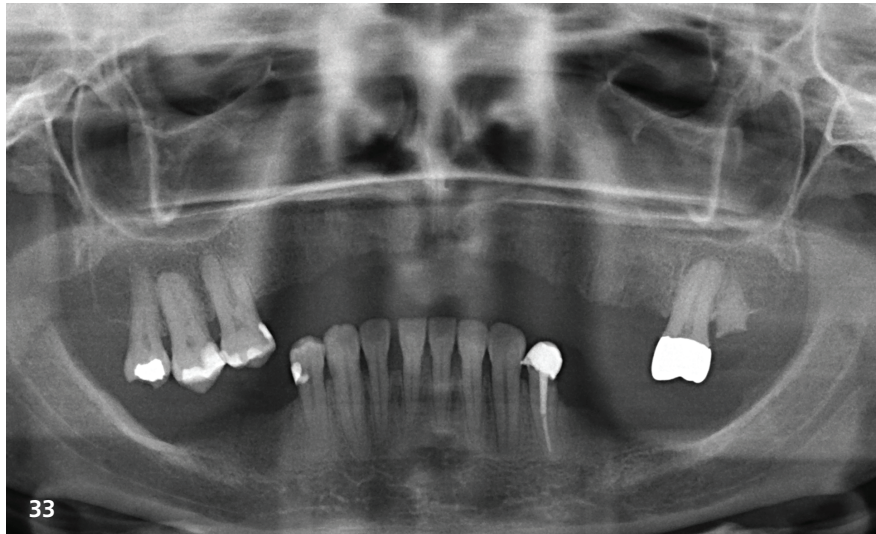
+34: Initiale und finale Röntgenaufnahmen nach 15 Jahren Follow-up.
